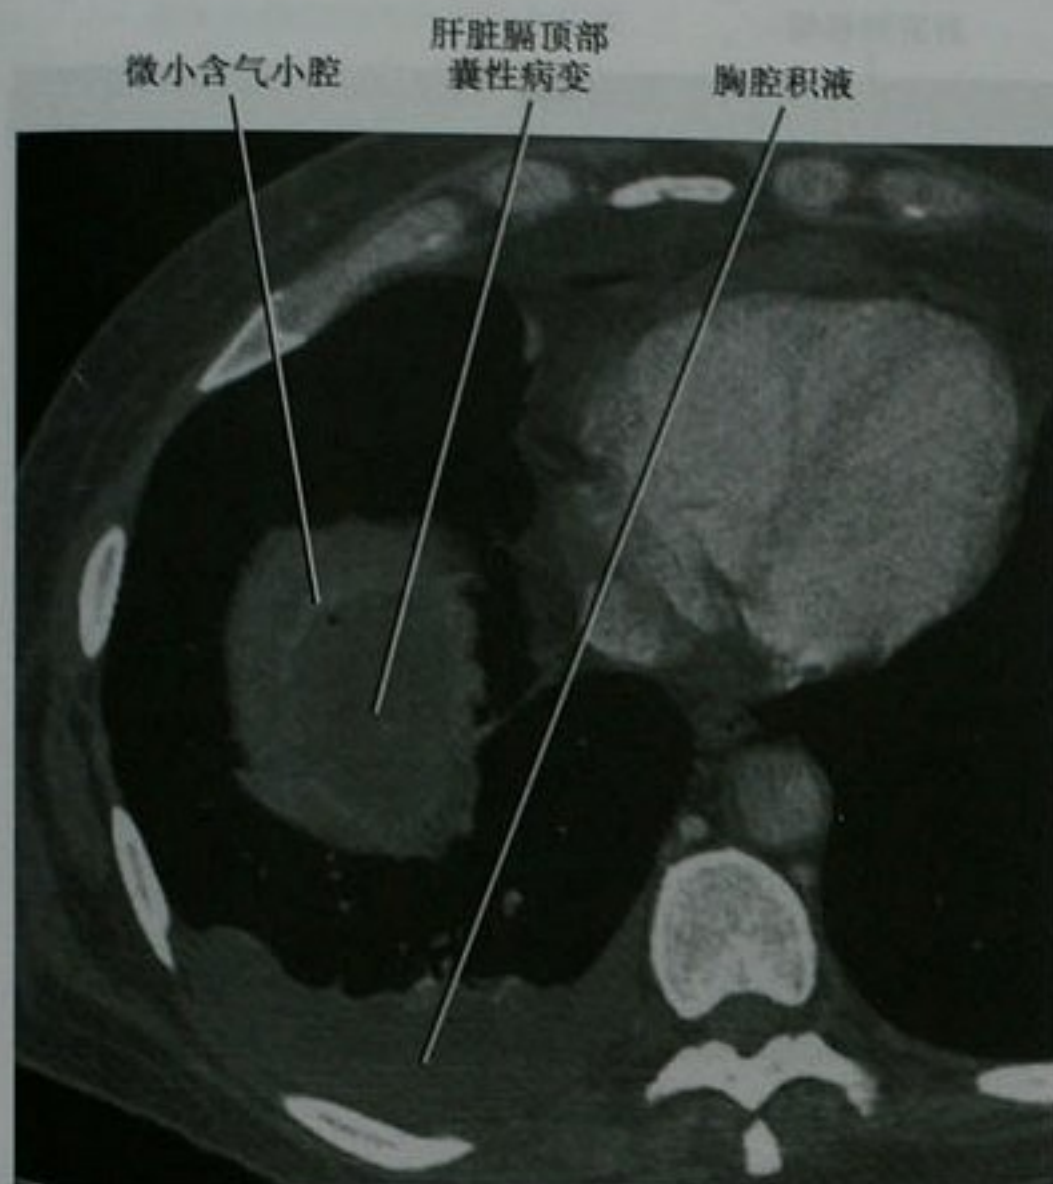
巨大化脓性脓肿患者的肝脏膈顶部增强轴位 CT 图像。液体中的微小含气小腔提示了正确的诊断 (脓肿采用经皮导管引流术治疗)
